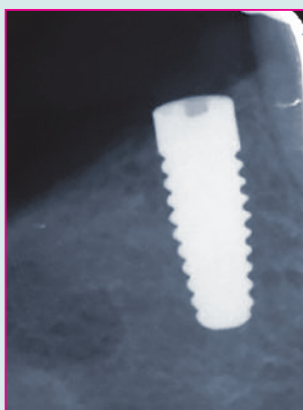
Röntgenbild regio 44 postoperativ.
